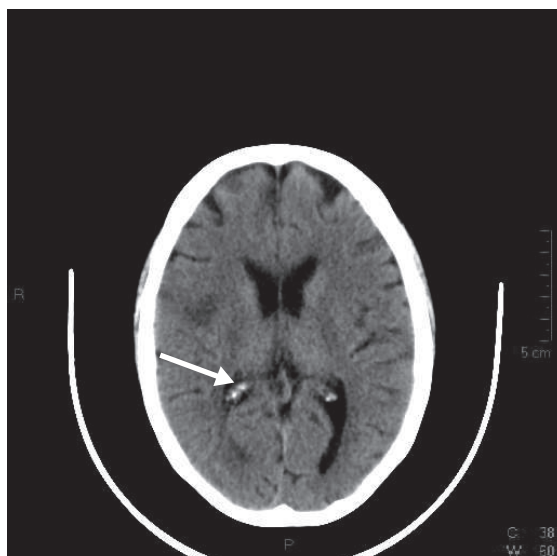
Un important AVC peut être détecté par un examen TDM.
